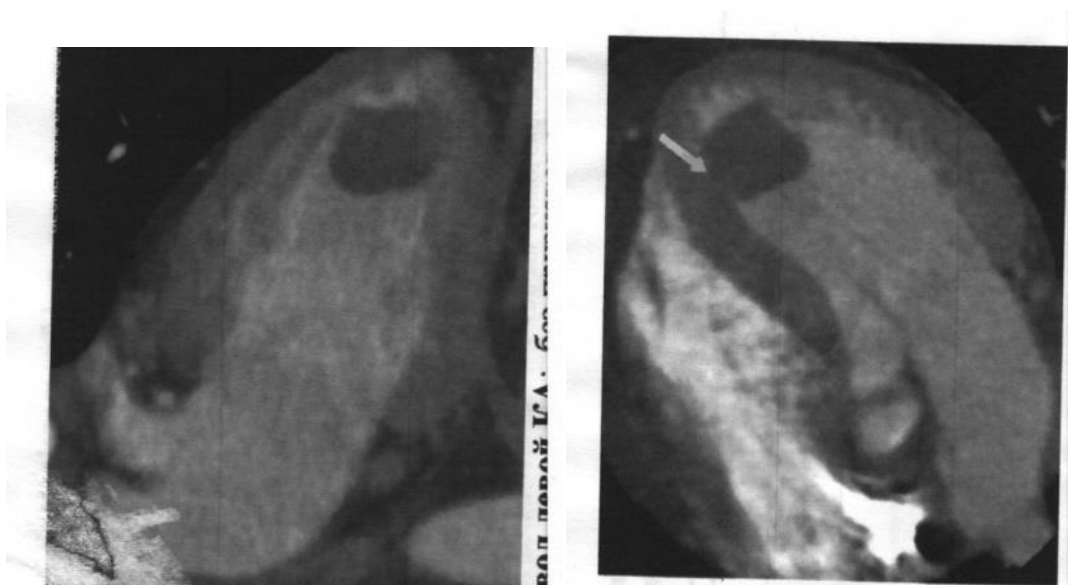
Комп'ютерна томографія з контрастуванням пухлини ЛШ.
